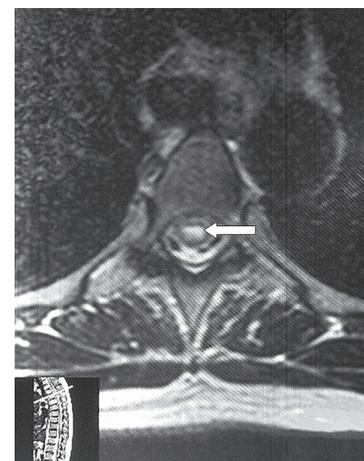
МР-томограмма (фронтальный срез) – гидромиелическая полость.
